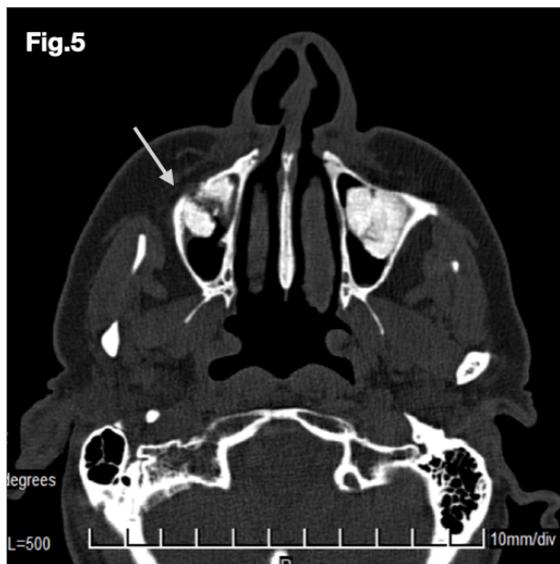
Control imagenológico. Se observa en los cortes axiales de la tomografía que en el injerto óseo de lado derecho se observa hipodensidad, la cual coincide con el trayecto de la fistula y con la localización de la perforación de la membrana (flecha).
